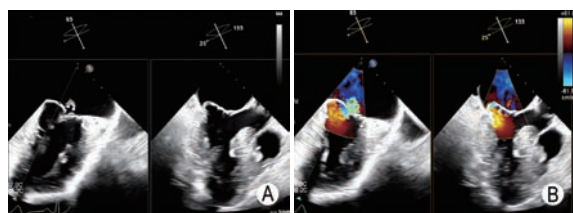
实时双平面模式评估二尖瓣内侧(3区)病变 A: 在食管中段二尖瓣交界区联合切面(主切面)中将取样线置于3区(左图), 对应的正交切面左心室长轴切面则显示3区前、后叶结构及运动情况(右图); B: 在食管中段二尖瓣交界区联合切面(主切面)结合彩色多普勒超声观察二尖瓣反流束分布范围, 将取样线置于3区(左图), 对应的正交切面左心室长轴切面则显示3区二尖瓣反流情况(右图)
